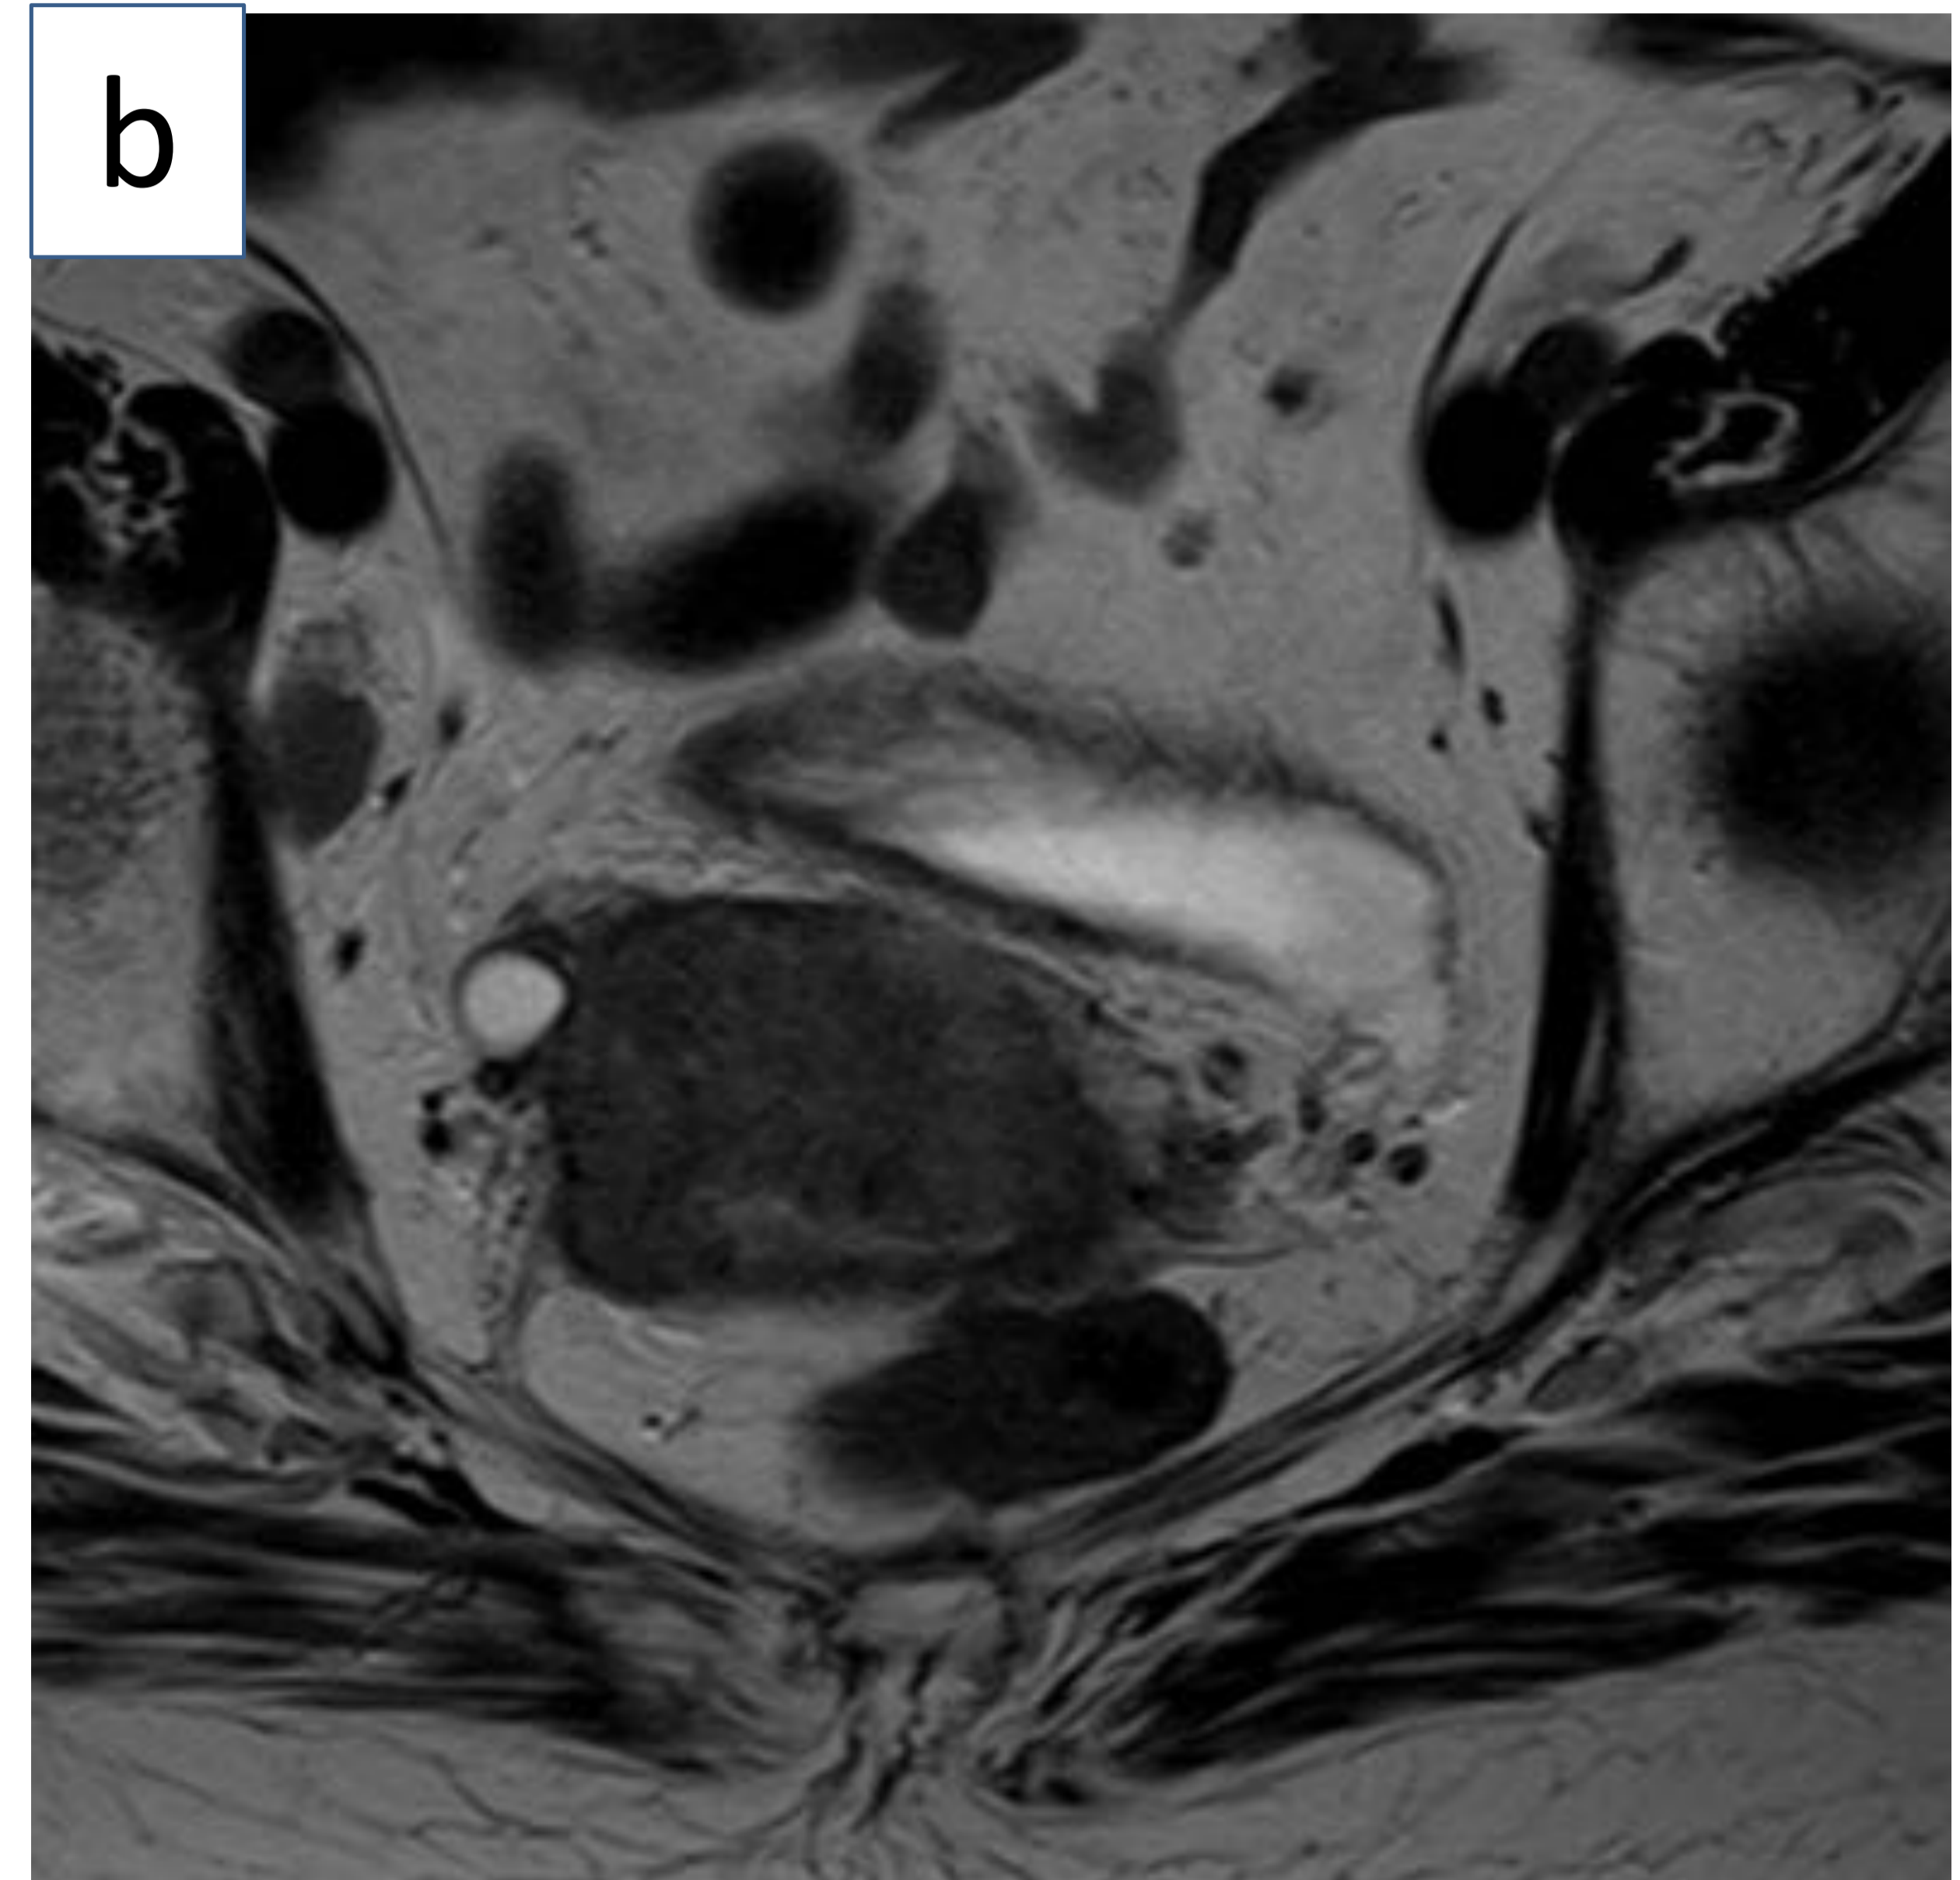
Imágenes de RM y TC de cáncer de cérvix estadio IVB. (a) Corte sagital y (b y c) cortes axiales de RM, en secuencia T2. Voluminosa masa en región cervical con extensión a tercio inferior de la vagina y que parece infiltrar pared posterior de la vejiga. (d) Corte axial de TC de la misma paciente a nivel de abdomen superior. Masa hipodensa con captación periférica de contraste dependiente de glándula suprarrenal derecha, de aspecto metastásico. (Servicio de Radiodiagnóstico del Hospital Universitario de Basurto)
